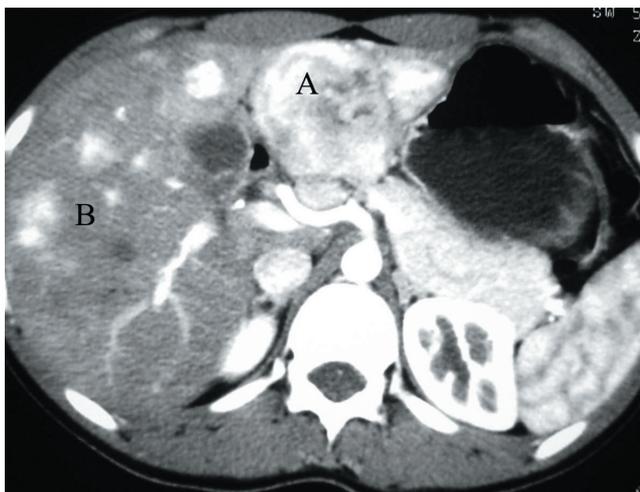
Tomografia computadorizada de abdômen e pelve demonstra massa hipercaptante no mesentério jejunal (A); múltiplos nódulos hipercaptantes no parênquima hepático (B)
